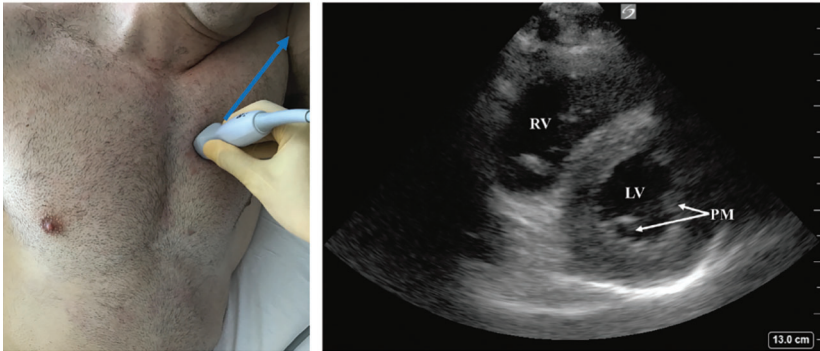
Vue parasternale court axe (PCAX). PM : muscles papillaires. D'après Haskins *et al.* 2017.
